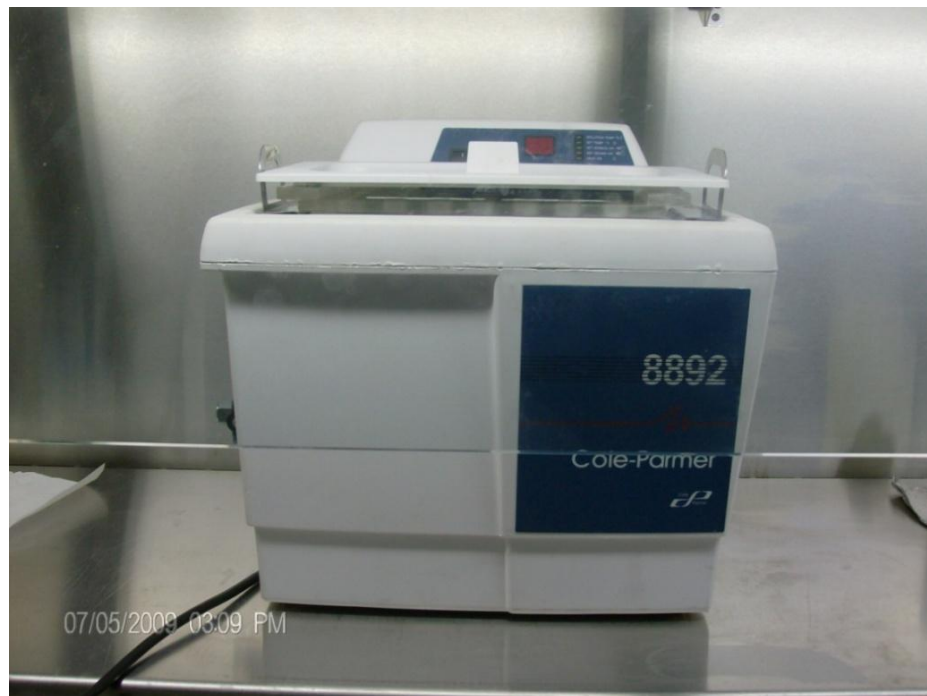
Equipo para baño de ultrasonido
